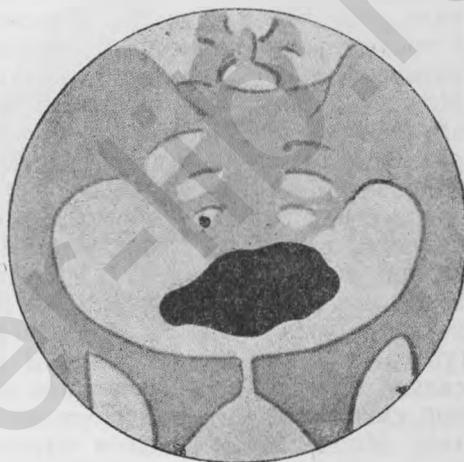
Рентгенограмма сморщенного туберкулезного пузыря.
